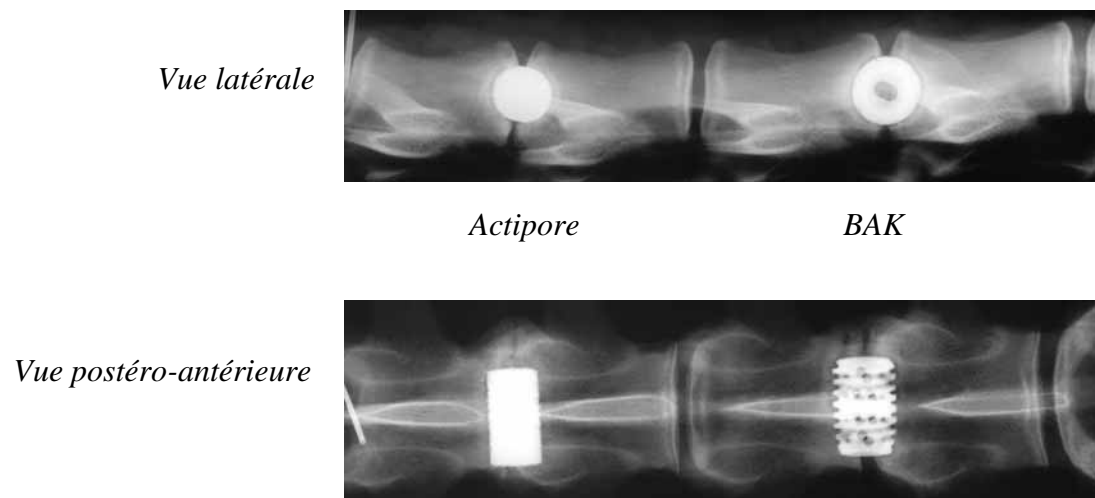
7. Radiographies des colonnes lombaires portants les deux implants en vue latérale et postéro–antérieure.
